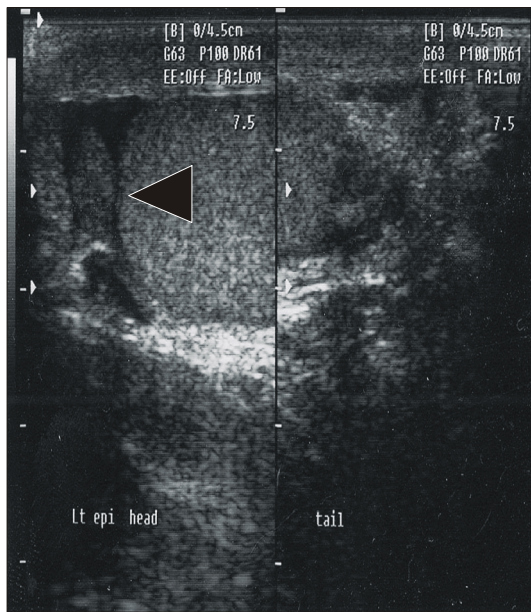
Scrotal sonography. A 7x8mm sized, oval shape, well demarcated, homogeneous echogenic mass between the left epididymal head and testis (arrow head).
